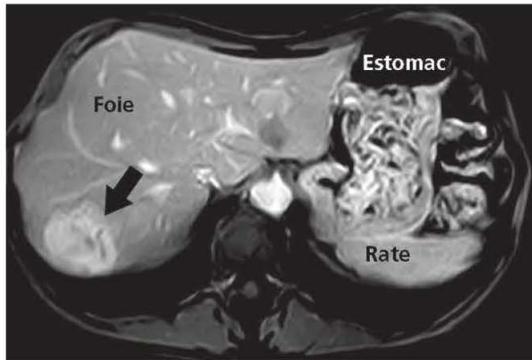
Angiome en IRM pondérée T1 au temps tardif.
